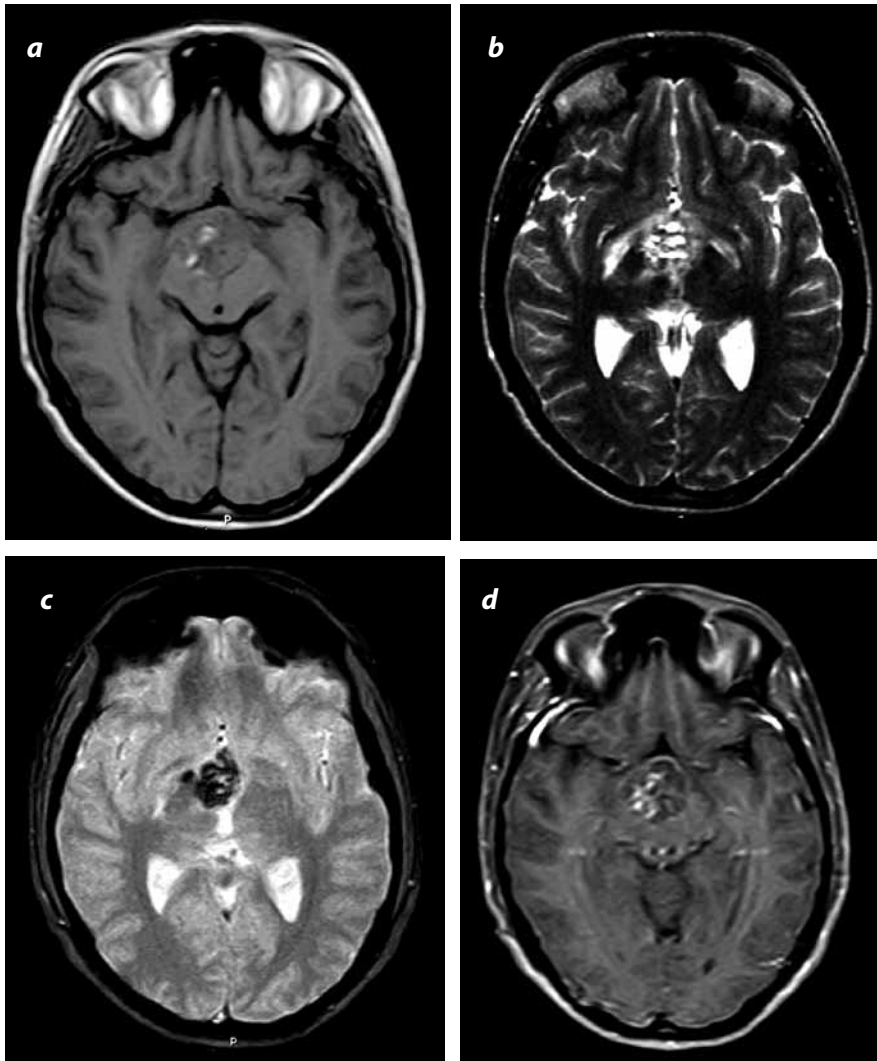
Resonancia magnética. Sobre la línea media en la región de las cisternas supraselar e interpeduncular (a) se observa una lesión de contorno bien delimitado, cuya señal es predominantemente intermedia en imágenes con información en T1. (b) La intensidad de señal marcadamente heterogénea con pequeños focos de alta intensidad en imágenes con información en T2. Mide aproximadamente 25 × 27 × 29 mm (L × AP × T). (c) Muestra ausencia de señal en la secuencia de susceptibilidad magnética. (d) La lesión presenta un ligero realce periférico después de la inyección del gadolinio endovenoso.
